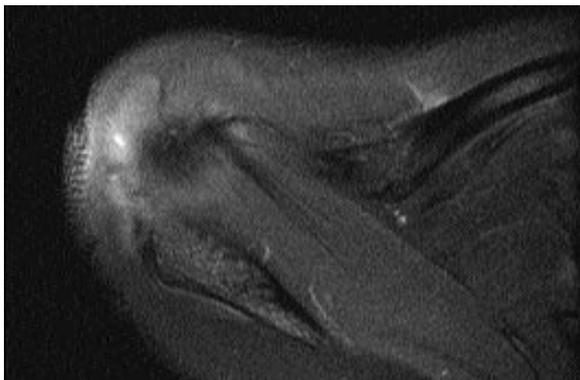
Vue IRM dans le plan axial qui correspond à la figure 6.
